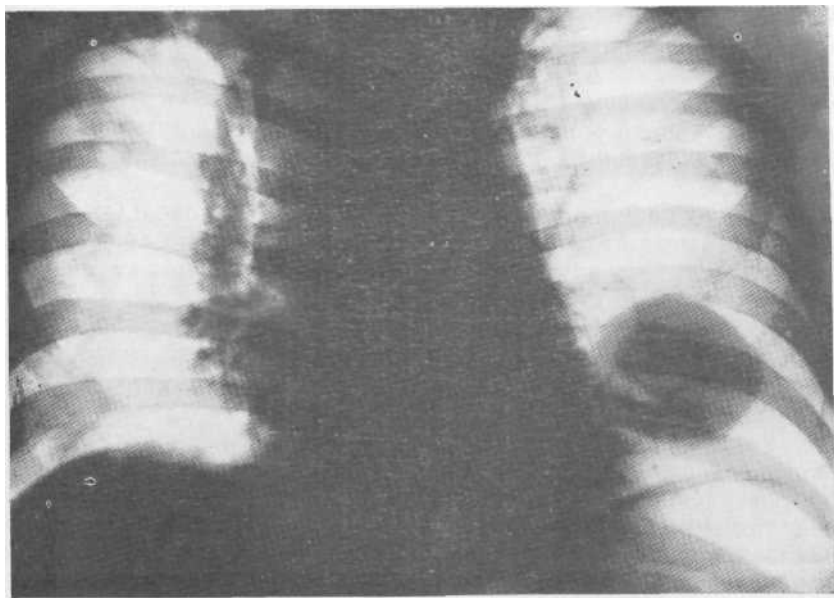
Обзорная рентгенограмма. Лимфосаркома с поражением лимфатических узлов средостения, плевры и легких.
